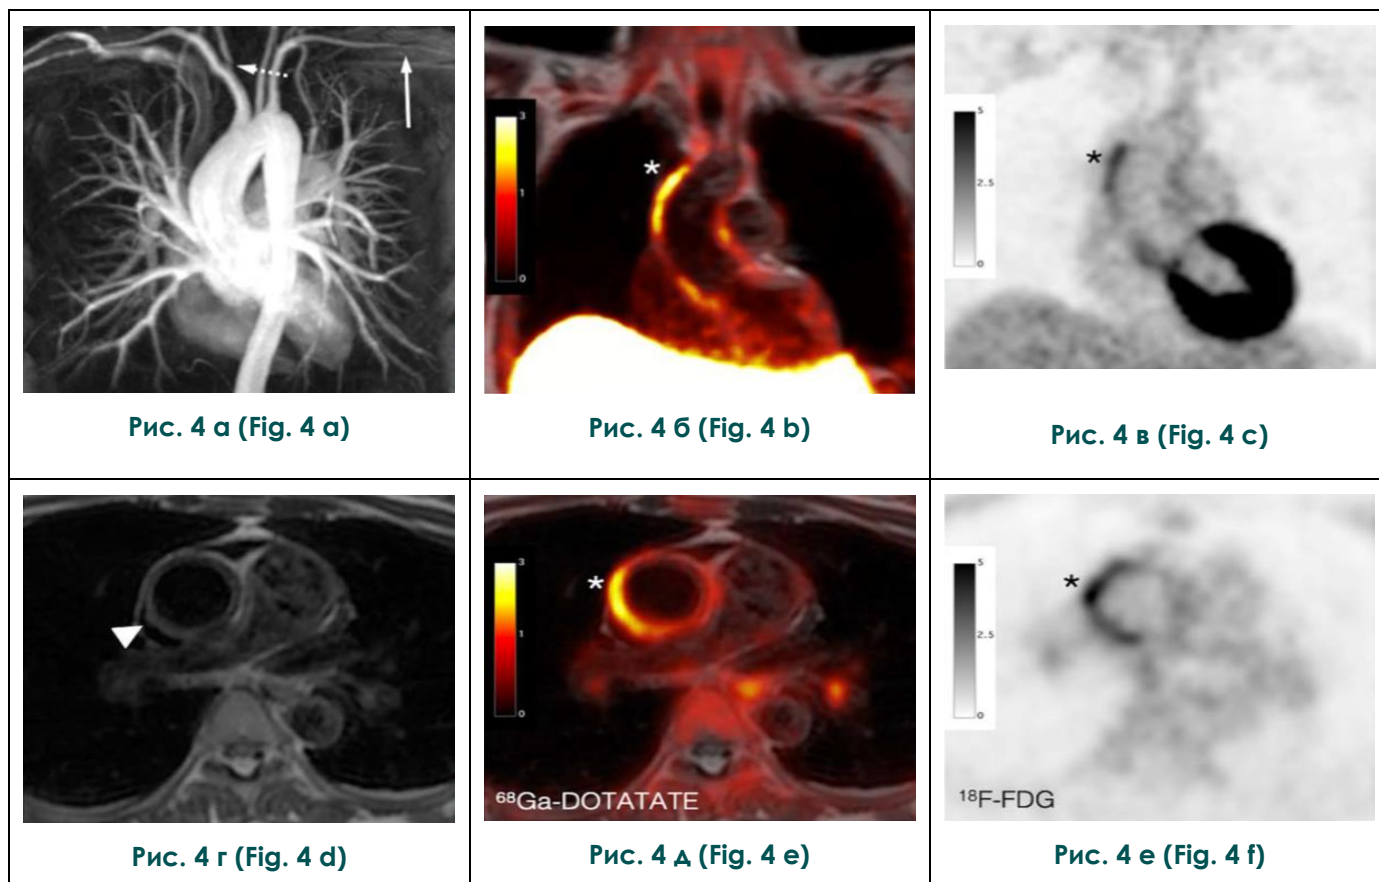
Визуализация высокой экспрессии SST2 рецепторов макрофагов методом ПЭТ/МРТ с ^{68}Ga -DOTA-(Tyr3)-octreotate (DOTATATE) в сравнении с ^{18}F -ФДГ на примере рецидивирующего артериита Такаясу [69].
